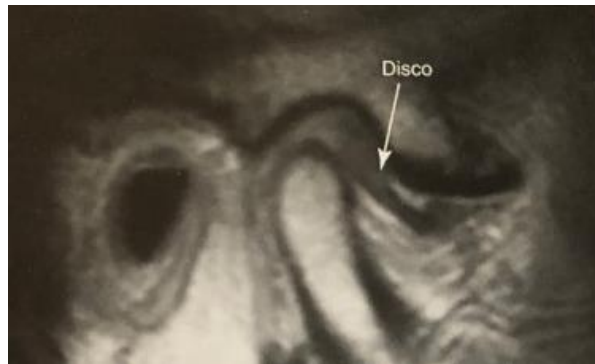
Imagen de resonancia magnética de la articulación temporomandibular
